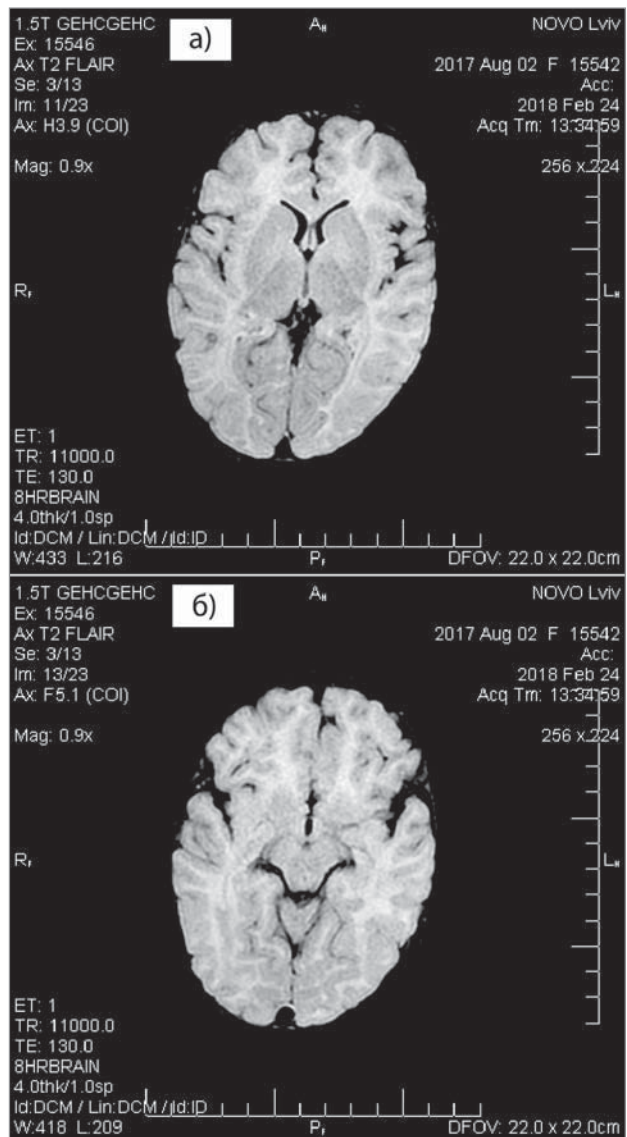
Магнітно-резонансна томографія головного мозку, проведена у віці 6 місяців 3 тижні
